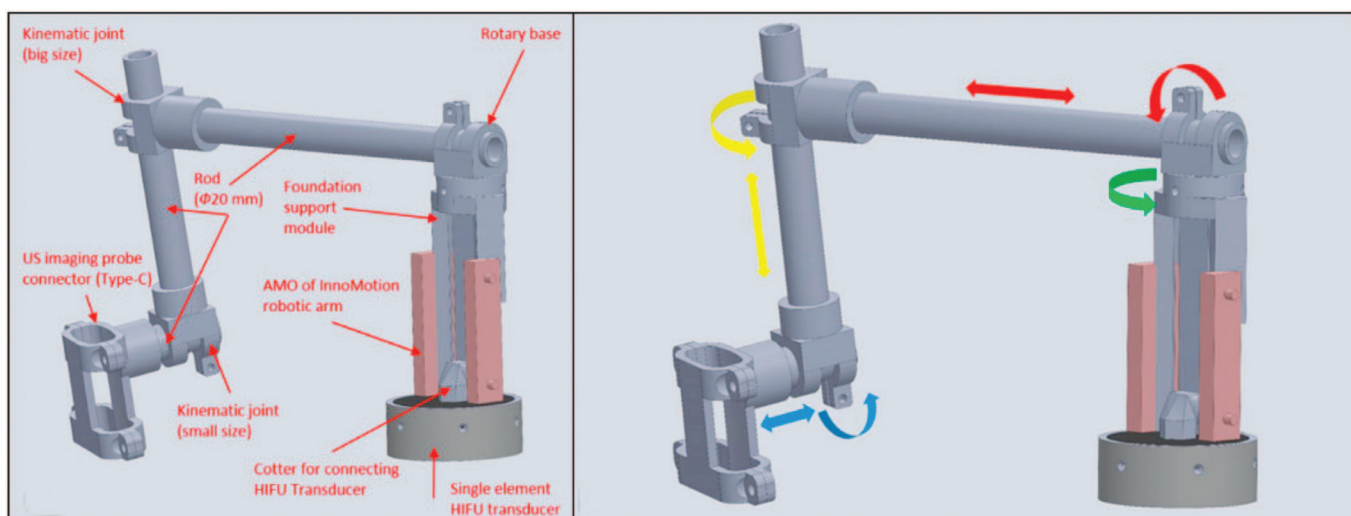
3D модель телероботической системы для выполнения HIFU под контролем ультразвука. Kinematic joint (big size) – кинематическое сочленение (большого размера). US imaging probe connector – коннектор датчика УЗИ. Kinematic joint (small size) – кинематическое сочленение (маленького размера). Rotary base – вращающаяся основа. Foundation support module – модуль поддержки основы. AMO of INNOMOTION robotic arm – модуль приложения роботической руки INNOMOTION. Cotter for connecting HIFU transducer. Single element HIFU transducer – однокомпонентный HIFU датчик [33]
